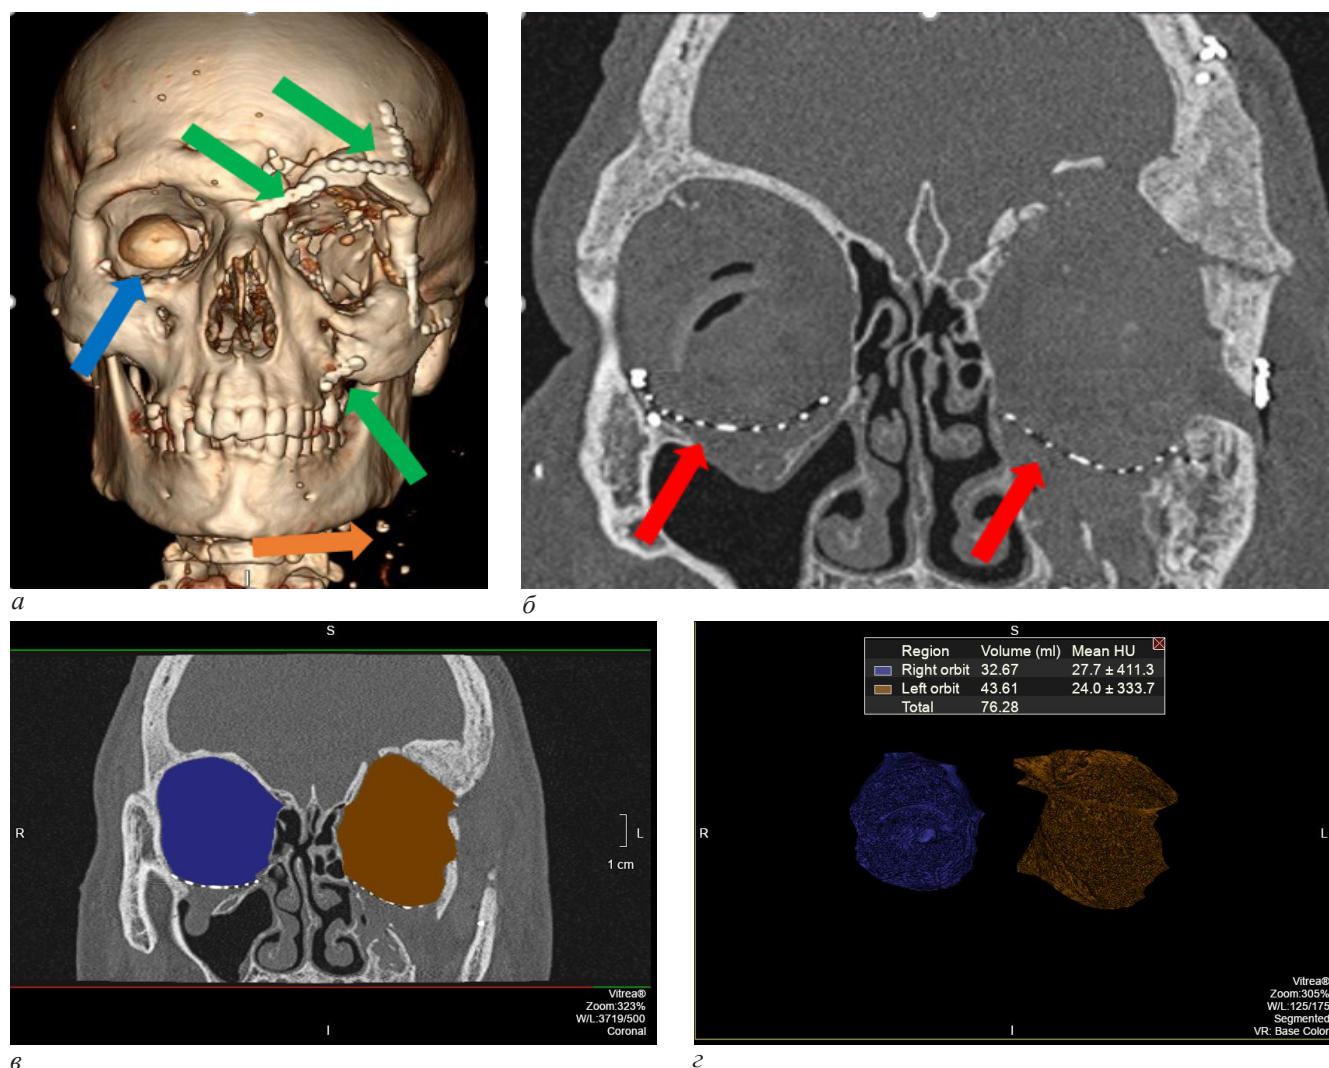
МСКТ, лицевой скелет. Пациент С., 27 лет. Состояние после минно-взрывной травмы, хирургического лечения в области средней зоны лица. Множественные посттравматические деформации лицевого скелета, анофтальмический синдром с двух сторон: *a* – 3D-реконструкция костей лицевого и мозгового черепа; *б* – корональная реконструкция. Визуализируются множественные выраженные посттравматические деформации верхней и средней зон лица (больше слева): переломы и дефекты всех стенок левой орбиты, нижней стенки правой орбиты, лобной кости (больше слева), левых скуловой, верхнечелюстной и решетчатой костей. Определяются множественные инородные тела левой орбиты, мягких тканей лица и шеи (оранжевая стрелка). Отмечаются имплантаты нижних стенок орбит (красные стрелки), элементы металлостеосинтеза в области левых лобной и скуловой костей (зеленые стрелки), глазные яблоки не визуализируются с обеих сторон, в полости правой орбиты установлен наружный косметический протез (синяя стрелка); *в* – корональная реконструкция, режим костного окна, количественное измерение объемов орбит; *г* – режим 3D-реконструкции объемов орбит. Объемы орбит асимметричны, определяются деформация и увеличение объема левой орбиты после хирургического лечения
